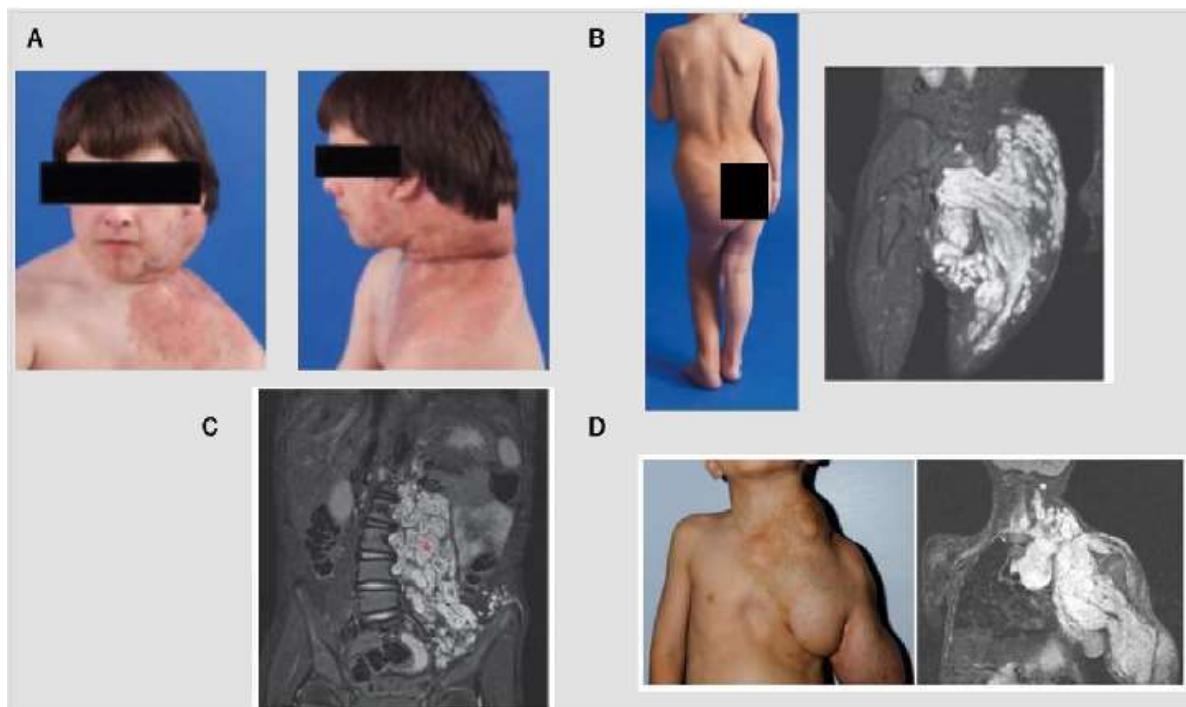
Desfiguração corporal e facial causada por NP.(A) NP na coluna cervical (região da cabeça e pescoço) de um menino de 14 anos com NF1; (B) Fotografia e ressonância magnética correspondente de NP no tronco de uma criança com NF1(13); (C) Uma ressonância magnética de um NP extenso na região paravertebral de um menino de 8 anos(14); (D) Paciente pediátrico com NF1 e grande NP se estendendo sobre o tórax, pescoço e braço esquerdo, a fotografia mostra a extensão da desfiguração que o NP pode causar. A ressonância magnética correspondente evidencia a invasão interna do NP e compressão de órgãos e estruturas circundantes, incluindo o coração, via aérea e musculatura do braço(15); NPs são visualizados na ressonância magnética como massas brancas. Fonte: Reproduzido de Hirbe et al.(14); Gross et al.(11); Dombi et al.(13); Dagalakis et al.(15) APUD Dossiê do demandante.
